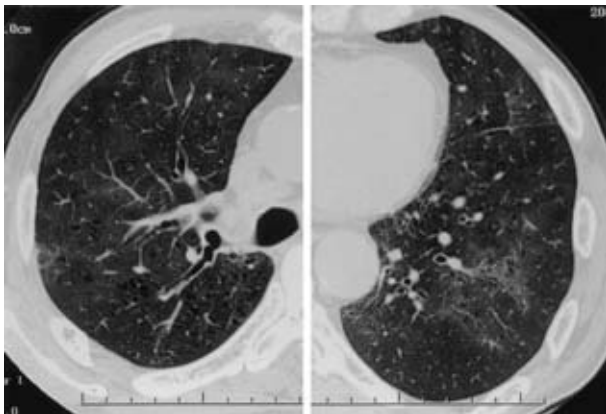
Chest CT on June, 2004. Chest CT image showing diffuse light interstitial infiltrates.
